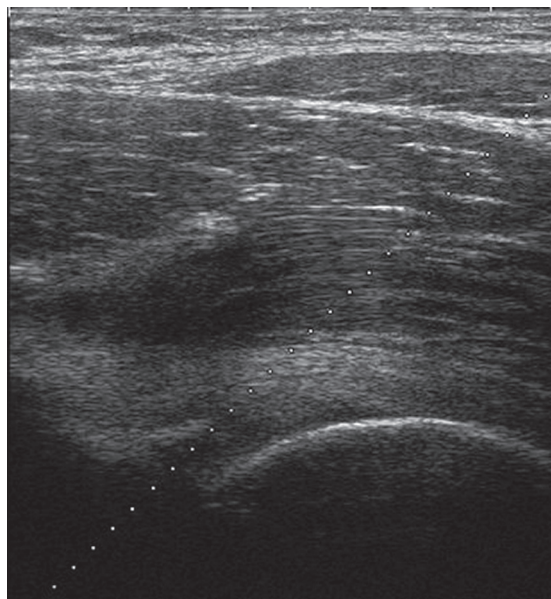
Anterior longitudinal sonograms in the axial plane of the right and left femur showing in a single plane the cortical bone profile of the acetabulum and the head of femur.
